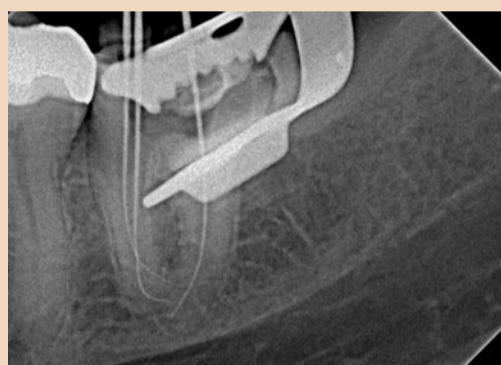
и 16. Рентгенологическое подтверждение рабочей длины и контроль припасовки мастер-штифта.
